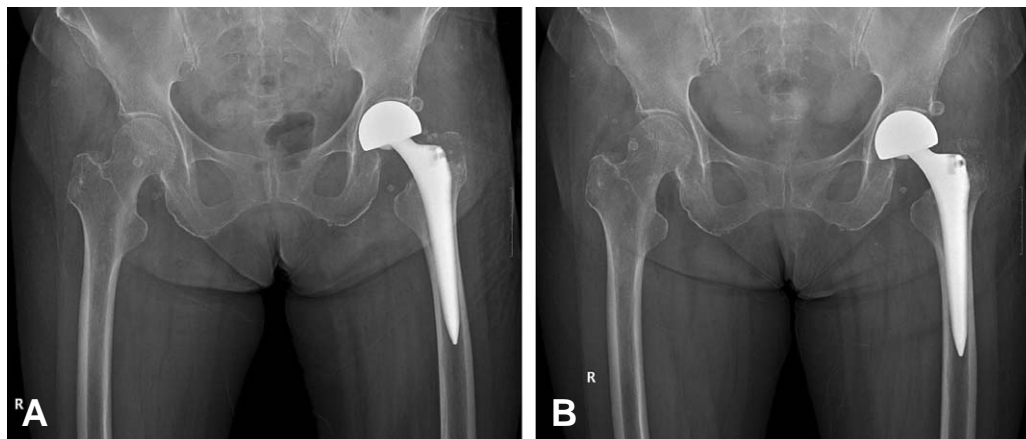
(A) Radiograph at 3 weeks after bead insertion showing partially degradation of the calcium sulfate bead. (B) Radiograph at 5 weeks after bead insertion showing fully degradation of the calcium sulfate bead.
